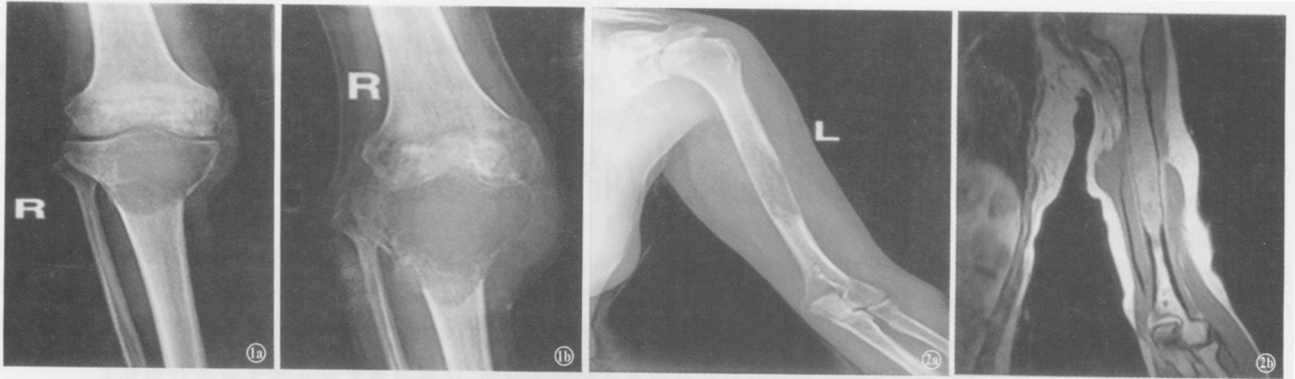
男, 30岁, 右胫骨上端骨巨细胞瘤 1a X线片示病灶呈溶骨性破坏 1b. 右胫骨上端骨巨细胞瘤术后 11个月复发, X线片示病变范围不明确 图 2 女, 38岁, 左肱骨中段骨巨细胞瘤 2a X线片示左肱骨中段骨性破坏 2b. MRI示左肱骨中段骨巨细胞瘤病变范围, 骨质已完全破坏
